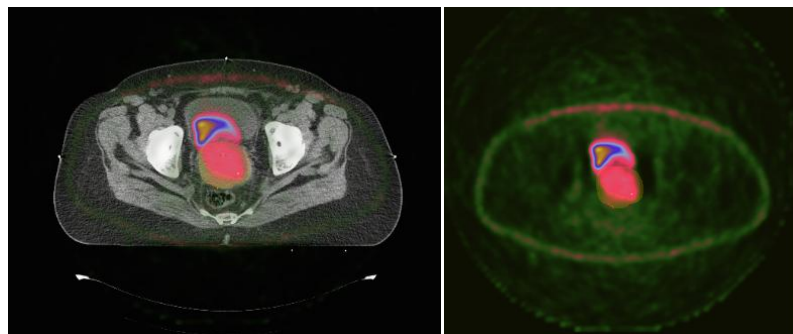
Possibilidade de visualização de volumes de interesse com o MEVISLAB.À esquerda: corte axial de TC com volume de interesse e captação de PET. À direita: vista axial em PET dos mesmos volumes de interesse.
